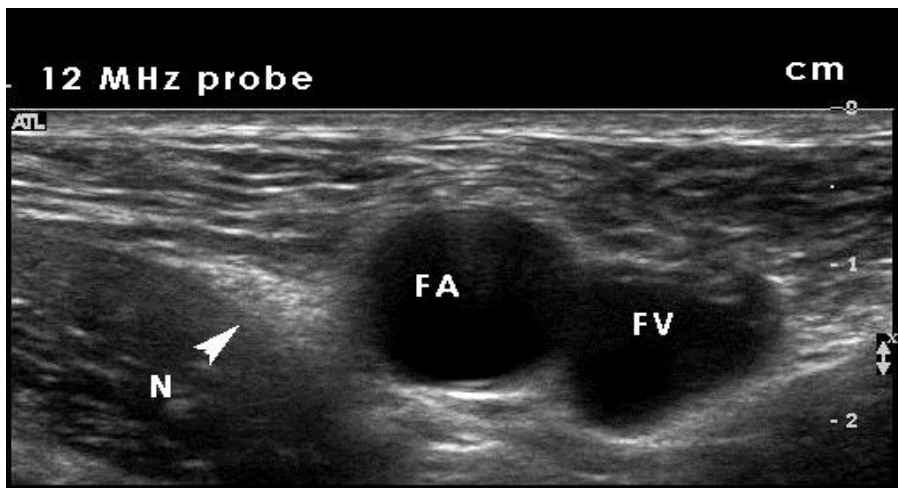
Coupe échographique au creux inguinal montrant le nerf fémoral et les structures adjacentes.
